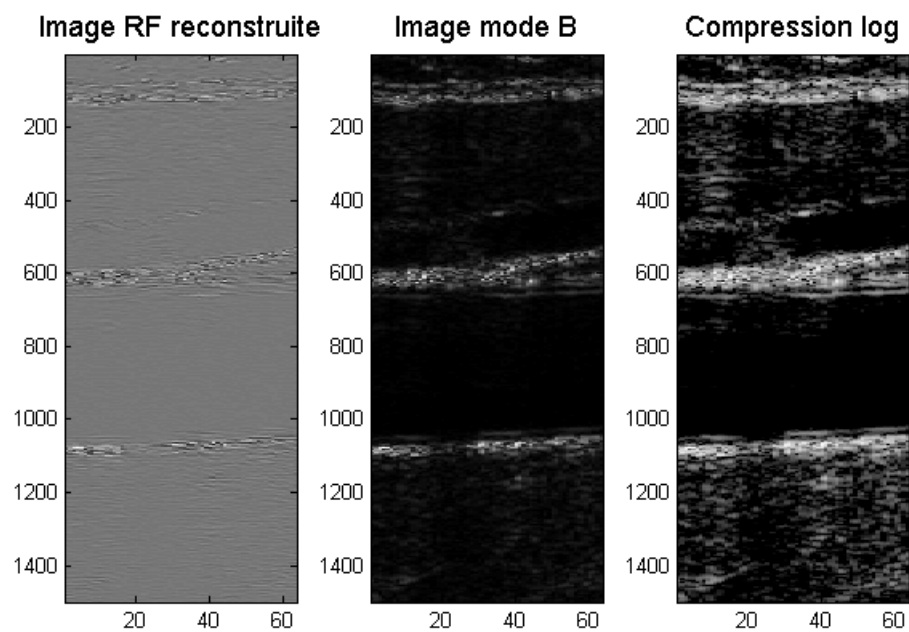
Exemple de traitements appliqués sur une acquisition échographique de carotide : image RF, image mode B et application d’une compression logarithmique.
